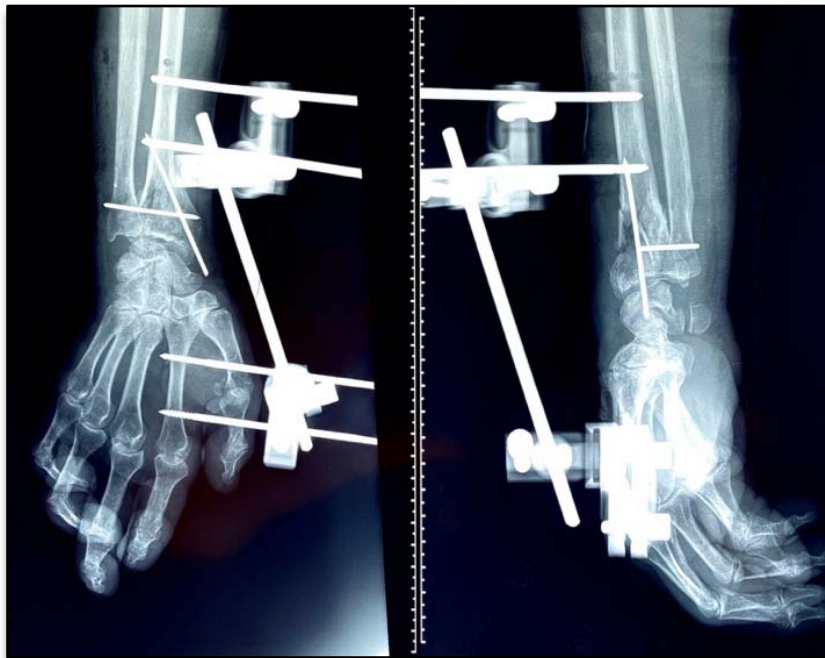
Radiographie de face et de profil de contrôle après mise en place d'un fixateur externe
